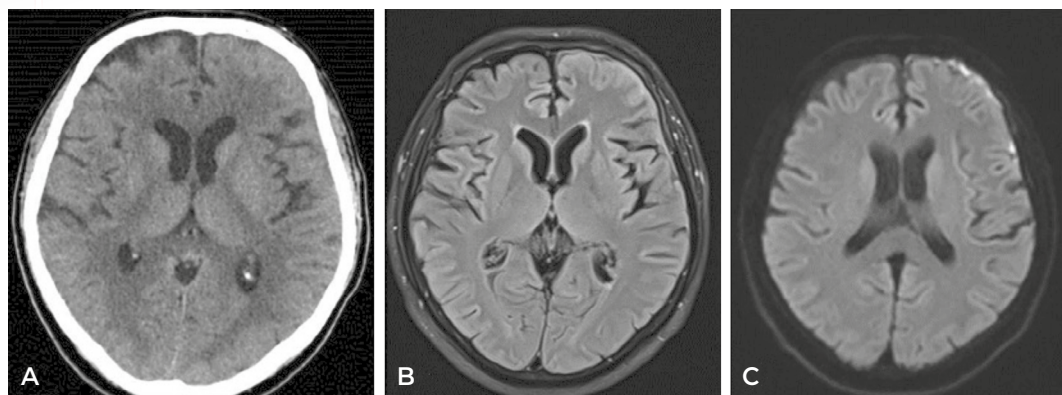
A) TC de cráneo que muestra aumento de densidad de LCR y edema cortical frontal de predominio izquierdo. B) RM de cráneo, secuencias de FLAIR y Difusión, que muestran aumento de señal y restricción leptomeníngea frontal izquierda, respectivamente.
